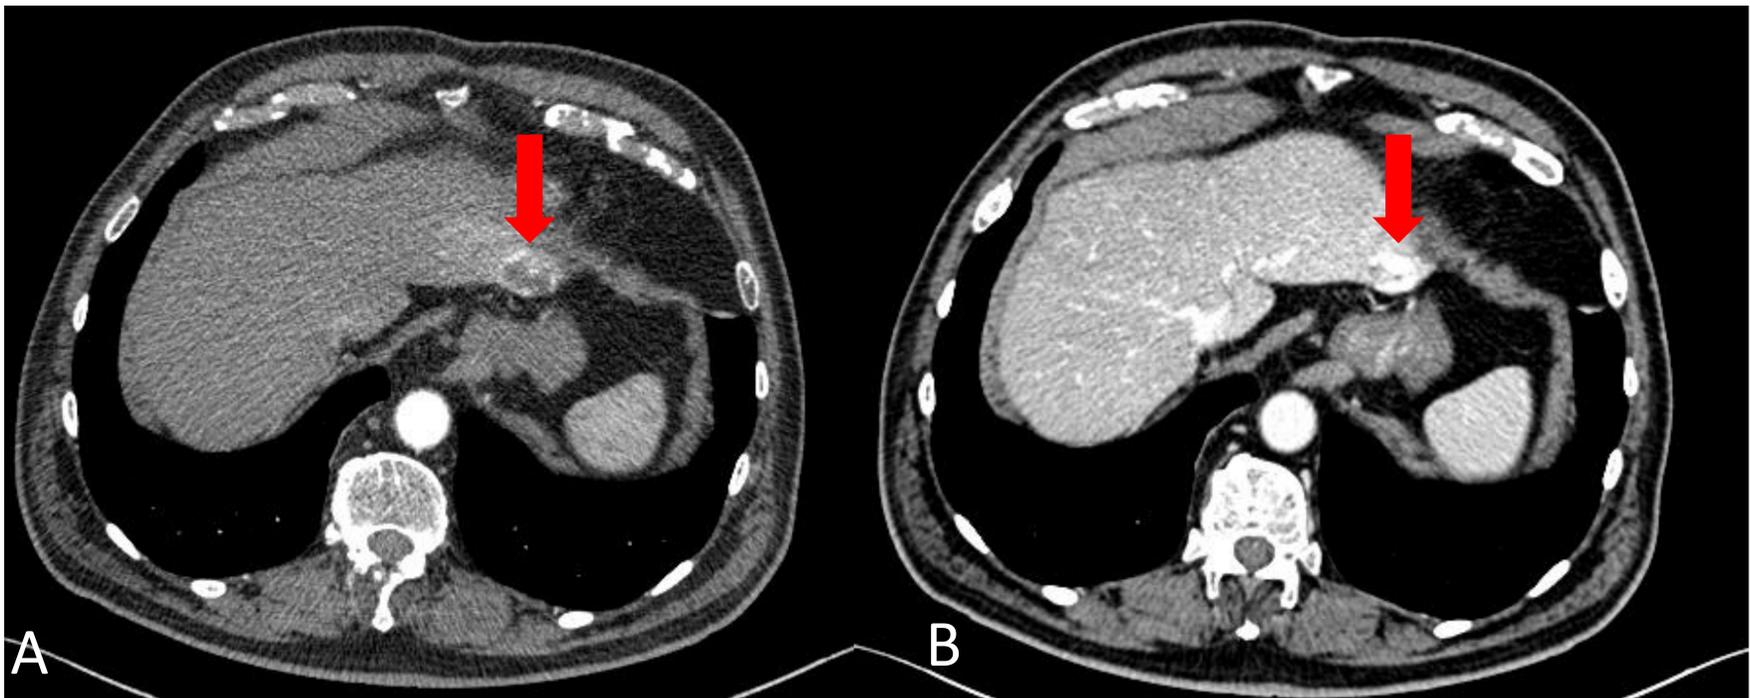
TC con contraste iv en fases arterial y portal. Se aprecia lesión focal en S2 con realce nodular periférico en fase arterial (A), con llenado progresivo en fase portal (B), compatible con hemangioma.
